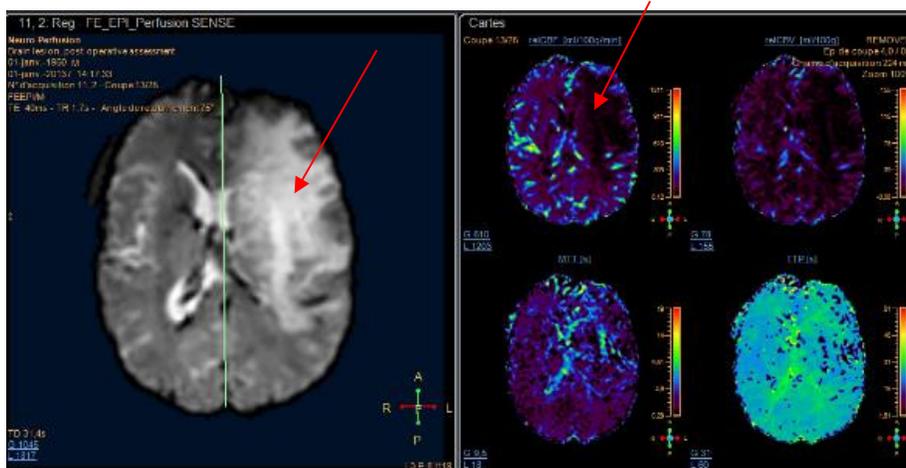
NeuroPerfusion IRM - IntelliSpace Portal Philips
